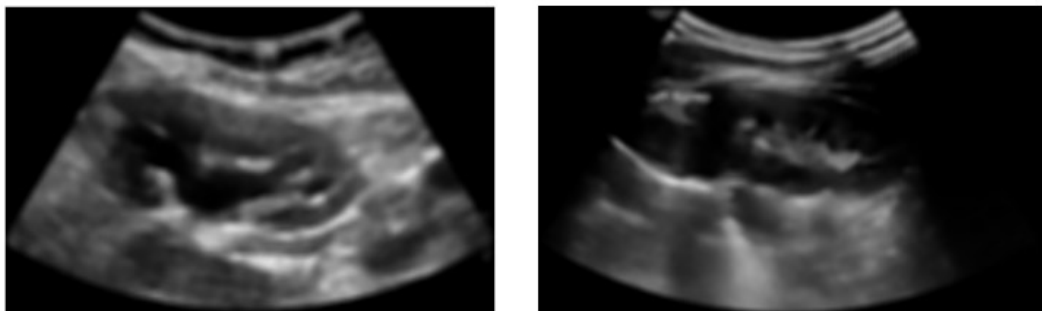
Esempi di ecografie di reni pediatrici dopo l'applicazione del filtro a media mobile nel caso di sonda Esaote immagine 003 (sinistra) e Samsung immagine 0027 (destra).
